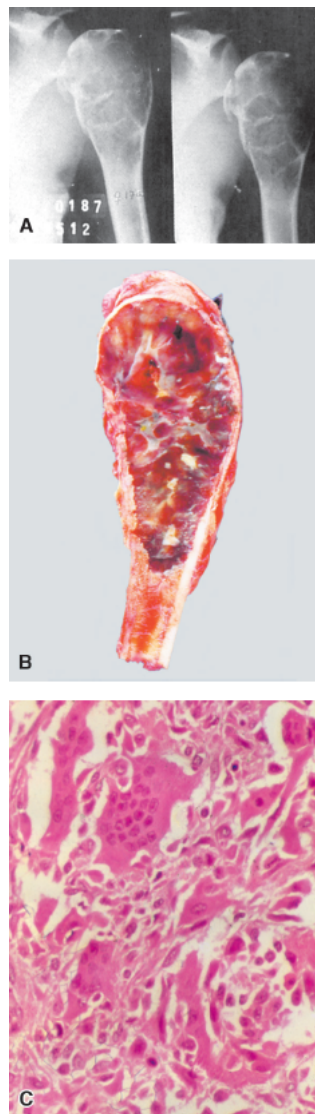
Neoplasia de células gigantes. A. Radiografia de ombro, vendo-se lesão lítica, expansiva e trabeculada, no terço superior do úmero. B. Aspecto macroscópico. C. Ao corte histológico, observa-se proliferação mesenquimal benigna, permeada de células gigantes.
